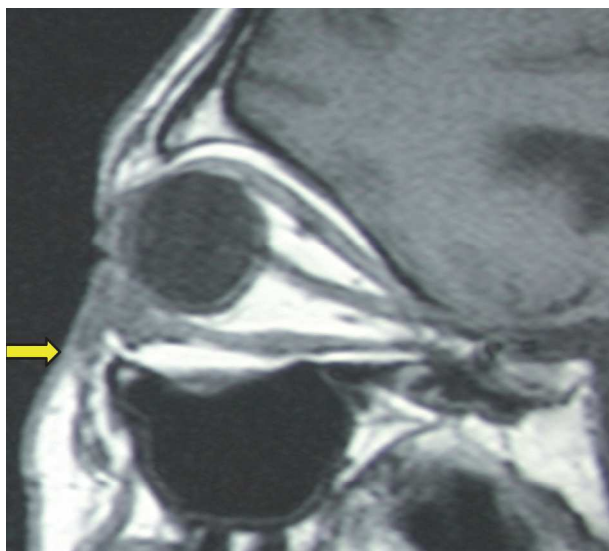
Estudio RM de órbita en corte sagital potenciado en T1 que mostraba la presencia de una lesión isointensa en relación al músculo adyacente localizada en la porción anteroinferior de la órbita, compatible con linfoma (flecha).
